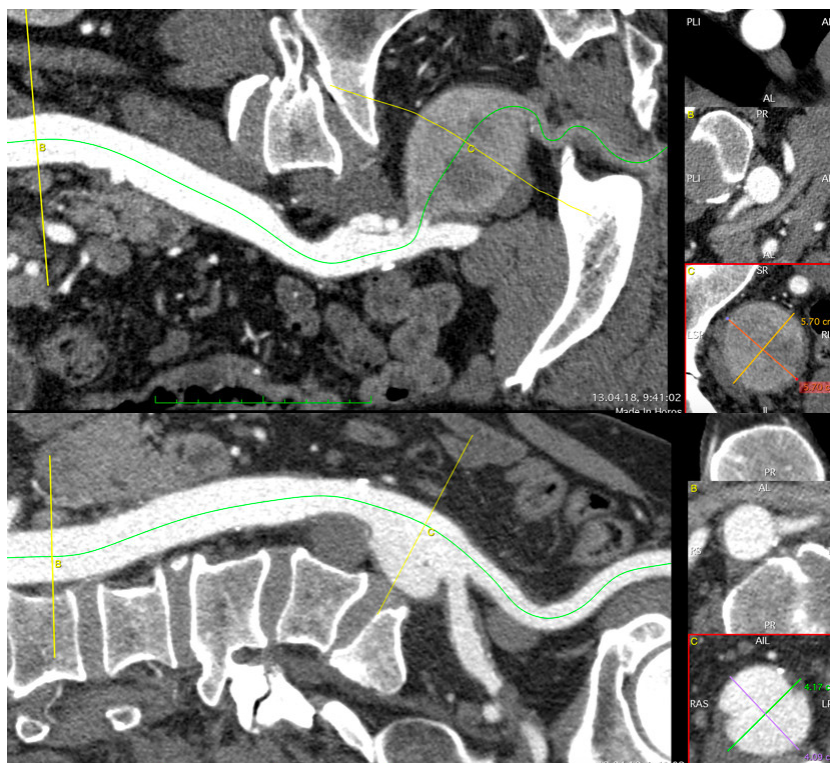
МСКТ-ангиография от 13.04.2018 г.: реконструкции по центральной линии
